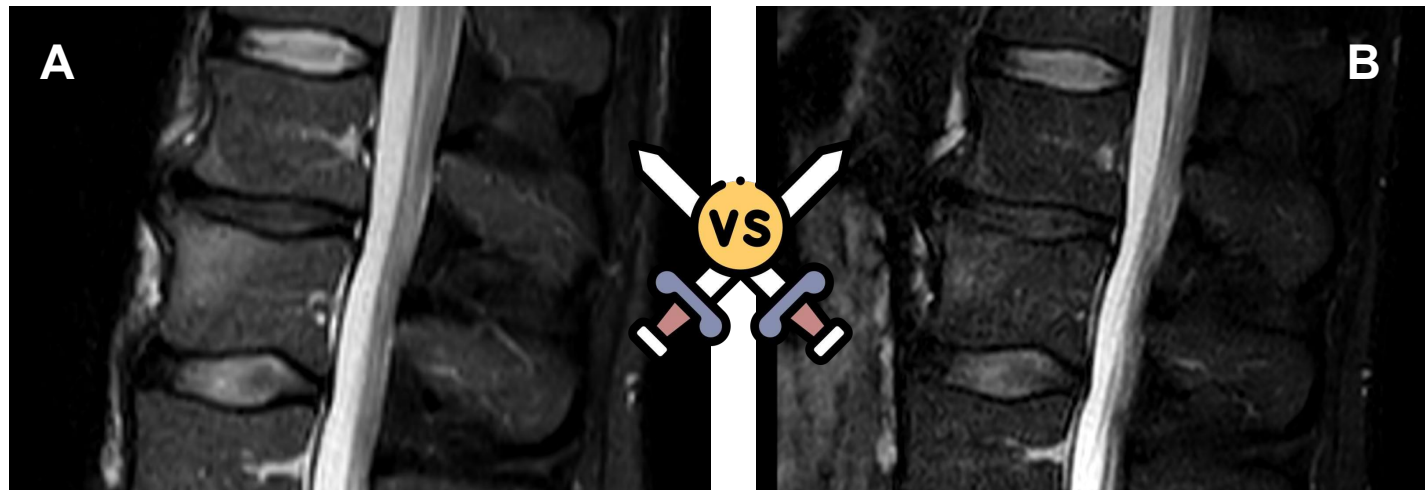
RM de columna lumbar con secuencia STIR (A) y secuencia T2 DIXON solo agua (B).
